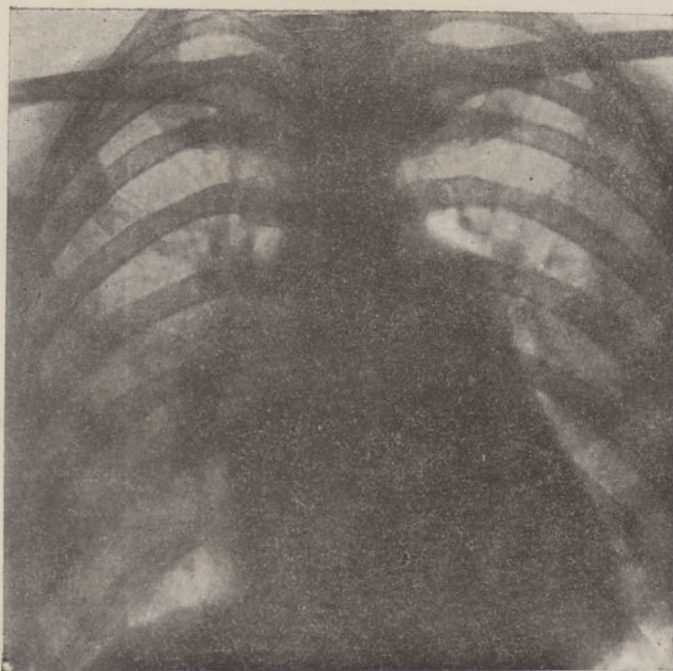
Teleradiografia feita com iluminação posterior a 2 m. de distância
